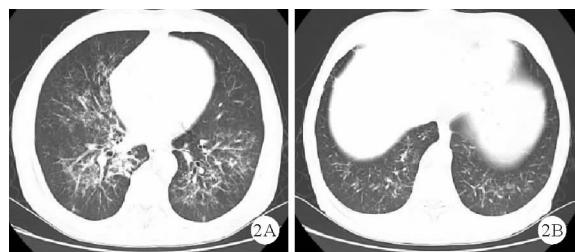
患者 2020 年 8 月 31 日复查胸部 CT 结果
